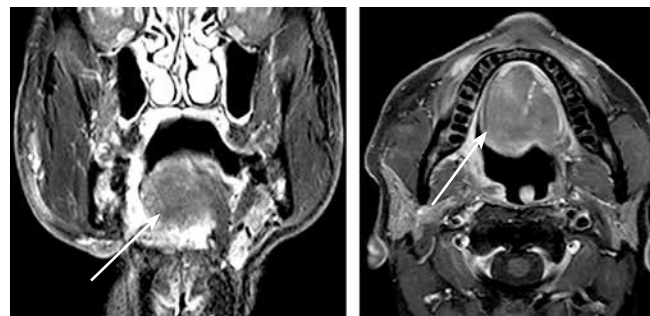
Магнитно-резонансная томография лицевого скелета от июня 2025 г. (через 7 мес от начала иммунотаргетной терапии). Рубцовые изменения в области языка справа, полная клиническая регрессия опухоли. Стрелками указаны зоны, где ранее была опухоль
